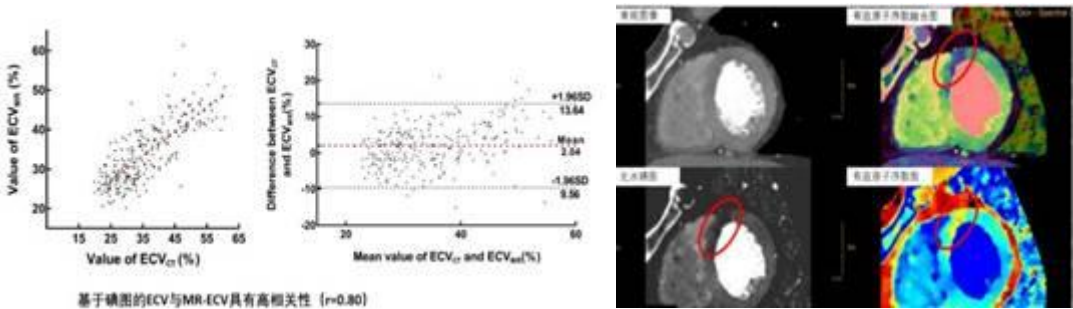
左图显示 CT-ECV 与金标准 MR-ECV 的一致性较高，右图显示碘图及有效原子序数图上
